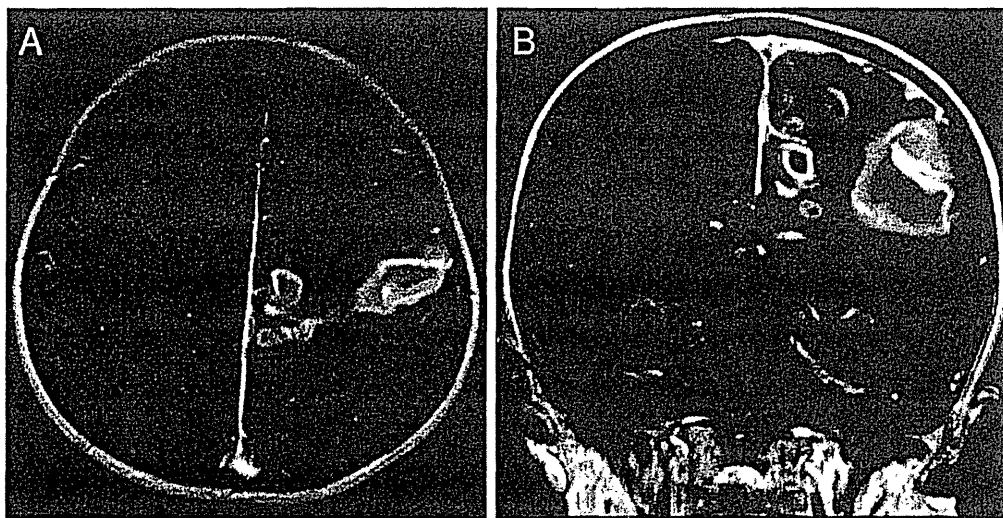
頭蓋内血腫で発症した小児脳肺吸虫症の頭部MRI
